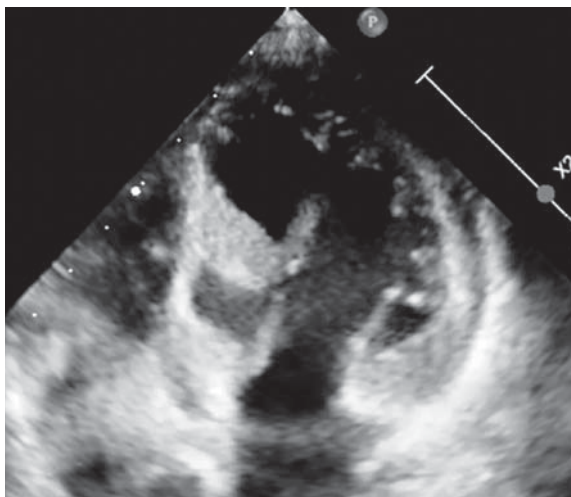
Эхокардиограмма в возрасте 4-х лет (через 3,5 года после операции): модифицированная апикальная позиция, В-режим. Эхокардиографические признаки асимметричной гипертрофической кардиомиопатии с преимущественной гипертрофией межжелудочковой перегородки, полость левого желудочка ремоделирована, в базальном сегменте визуализируется редуцированный участок миокарда в проекции миоэктомии. Градиент в выводящем отделе левого желудочка — 23 мм рт ст, градиент внутрижелудочковый — 11 мм рт ст. Недостаточность митрального клапана II степени. Нарушение локальной сократимости левого желудочка за счет дискинезия межжелудочковой перегородки. Нарушение диастолической функции левого желудочка
